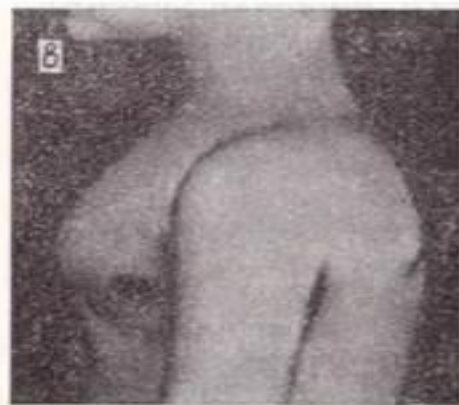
б Рентгенограмма органов грудной клетки Б. Малой жесткости (мягкая). В. Высокой жесткости (жесткая).
